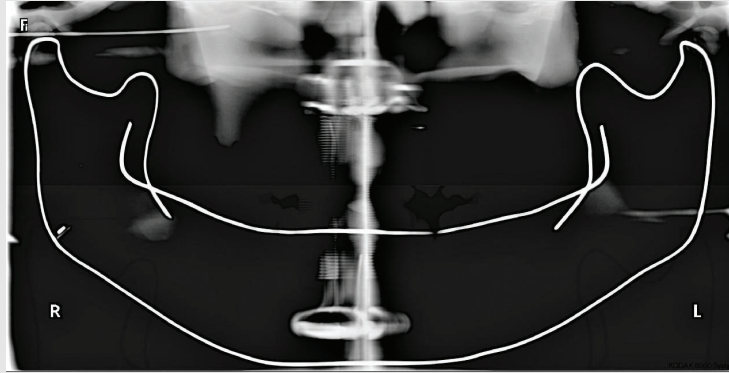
Panoramic radiograph taken at a distance of 2.0 cm from the lateral process of the third cervical vertebra to gonion. Normal panoramic radiographic image.
